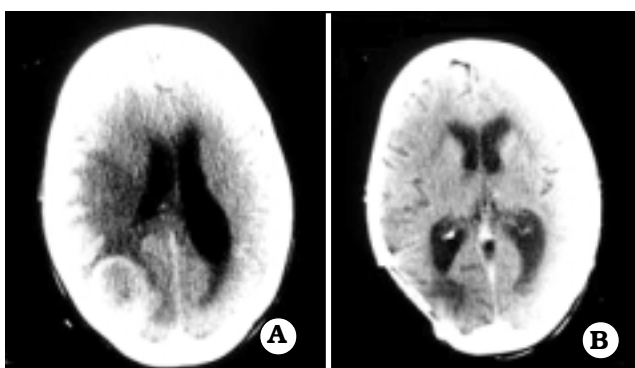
Caso 6. A-B: Tomografía de encéfalo pre y postquirúrgica que evidencia meningioma atípico de la convexidad parietal derecha.
